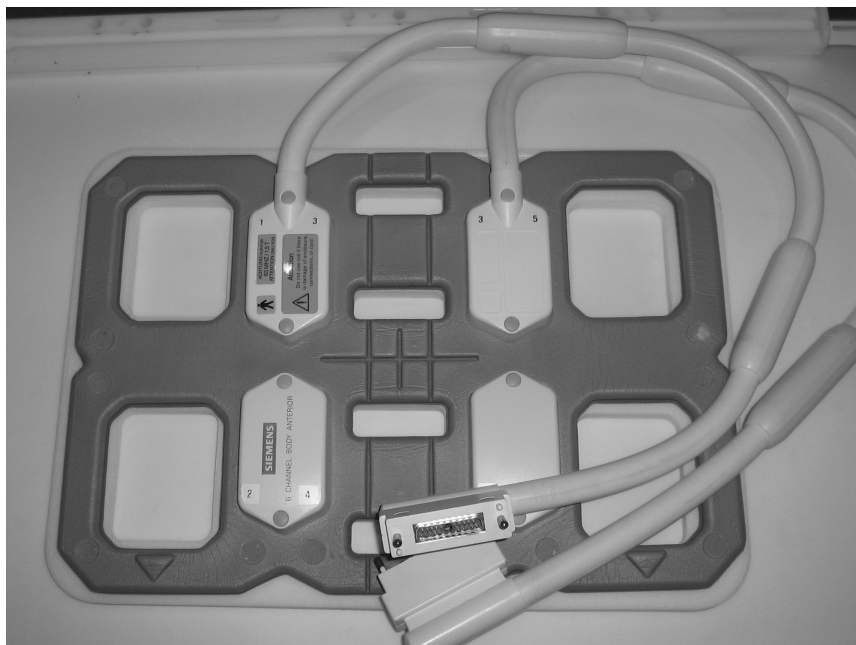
Die Bodyarray-Spule am MRT Sonata.
